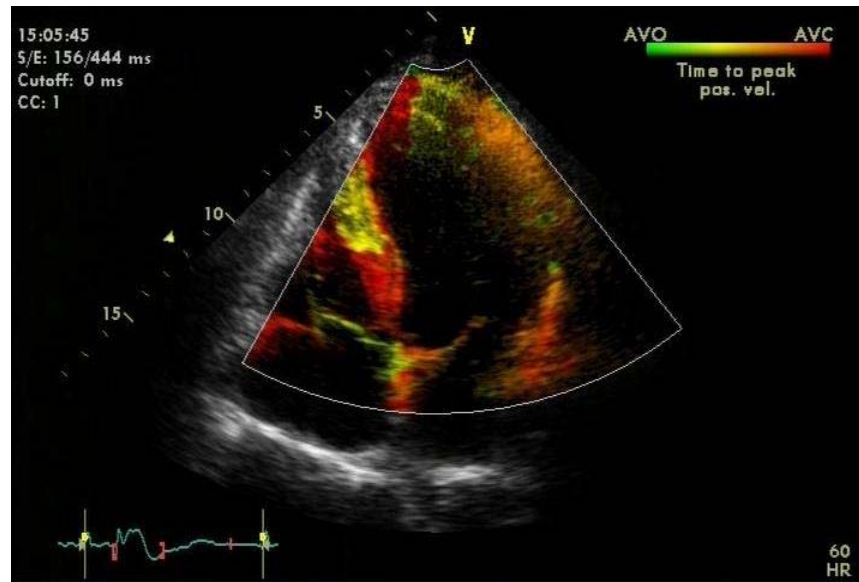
Exame do paciente nº 32. Técnica da TSI colorida mostrando dissincronia difusa e heterogênea em vários segmentos miocárdicos, no corte apical 4C.
